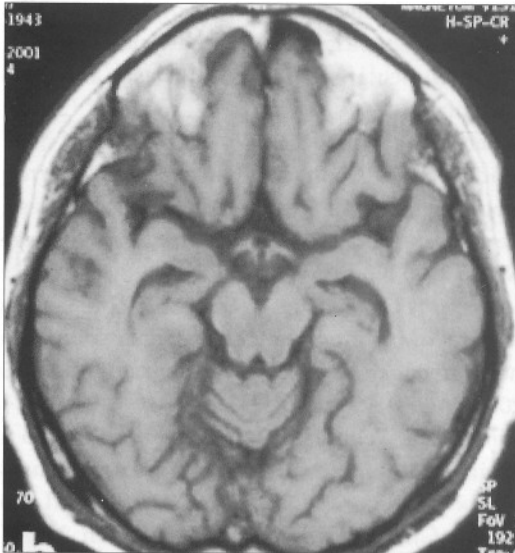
Hastanın T1 ağırlıklı sagittal (a) ve aksiyel (b) serebral MRG kesitlerinde perimesensefalik bölgede, yaklaşık 1 cm boyutlarında kanama alanı görülmektedir (oklar).
